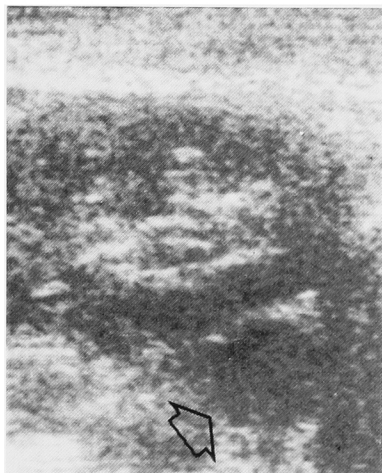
Ultrasonography shows homogenous cystic mass
